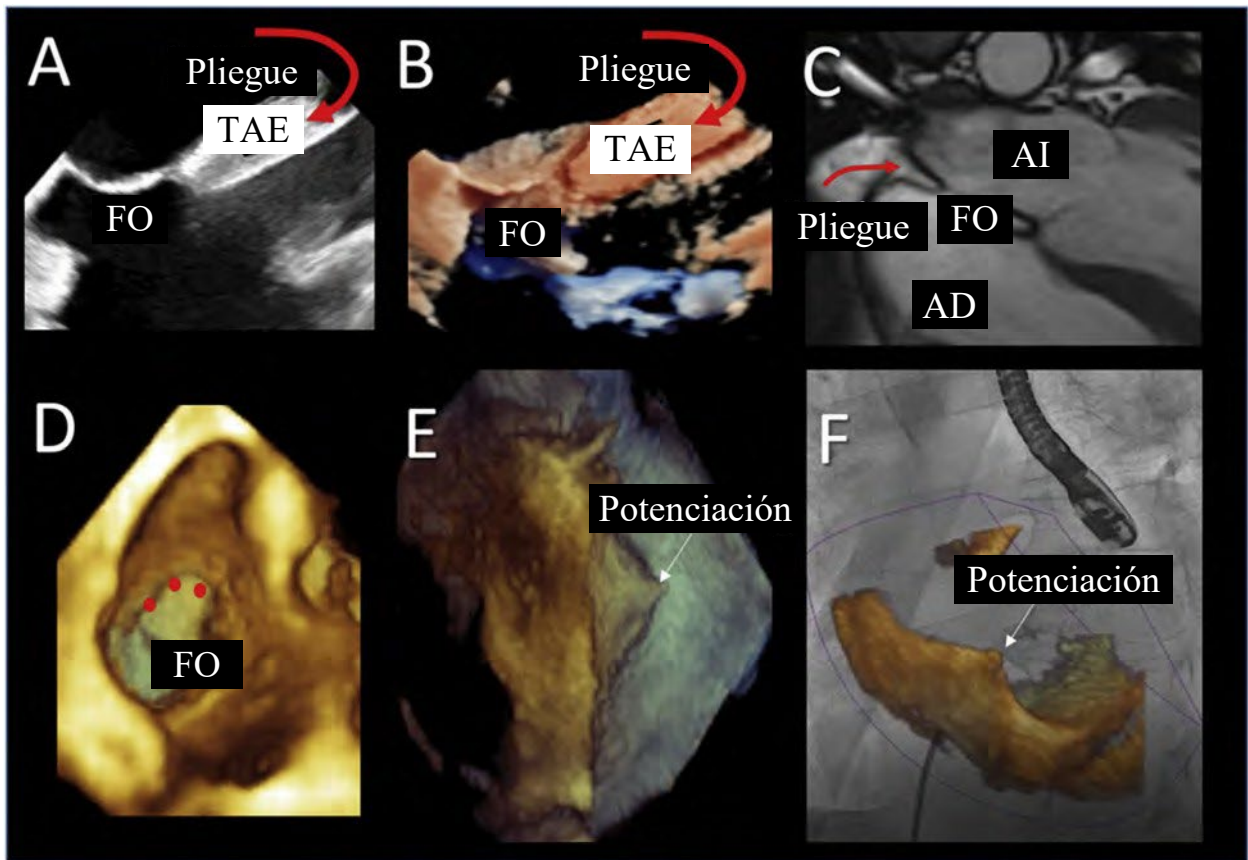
Anatomía del SIA. Las imágenes ETE en los paneles A (2D) y B (3D) muestran al SIA desde una vista bicava. La parte superior del septo secundario, que a menudo se consideró hipertrofia lipomatosa, no es una única pared entre las aurículas, sino plegamientos (flecha curva) de las paredes auriculares izquierda y derecha, con tejido adiposo epicárdico (TAE) en el medio. El único SIA verdadero es la fosa oval (FO). Este plegamiento lleno de tejido adiposo también se observa en la resonancia magnética cardíaca (flecha curva, C). Imagen tridimensional de ETE que muestra el FO en la vista frontal (D) con el borde superior del FO marcado con círculos rojos. Las imágenes tridimensionales sin (E) o con (F) imágenes de fusión pueden ser útiles para ayudar a identificar el lugar de la punción transeptal. AI: aurícula izquierda; AD: aurícula derecha.
